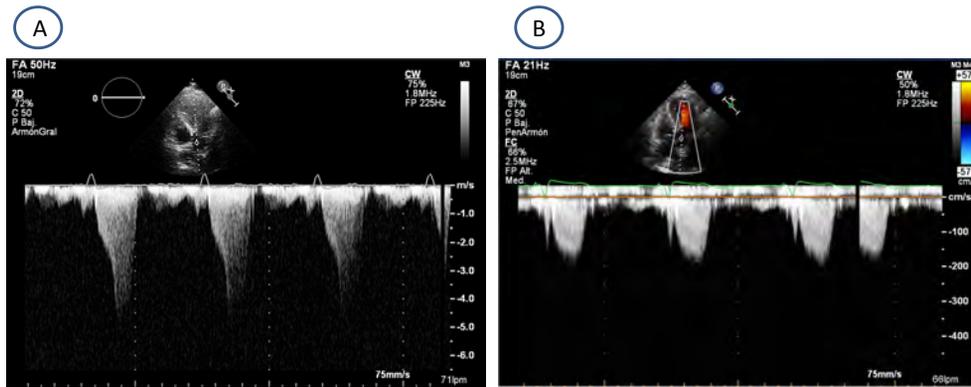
Gradiente obtenido en tracto de salida de ventrículo izquierdo mediante doppler continuo. A: 80 mmHg previo a la implantación de un dispositivo de resincronización cardíaca. B: 16 mmHg tras terapia de resincronización cardíaca.
